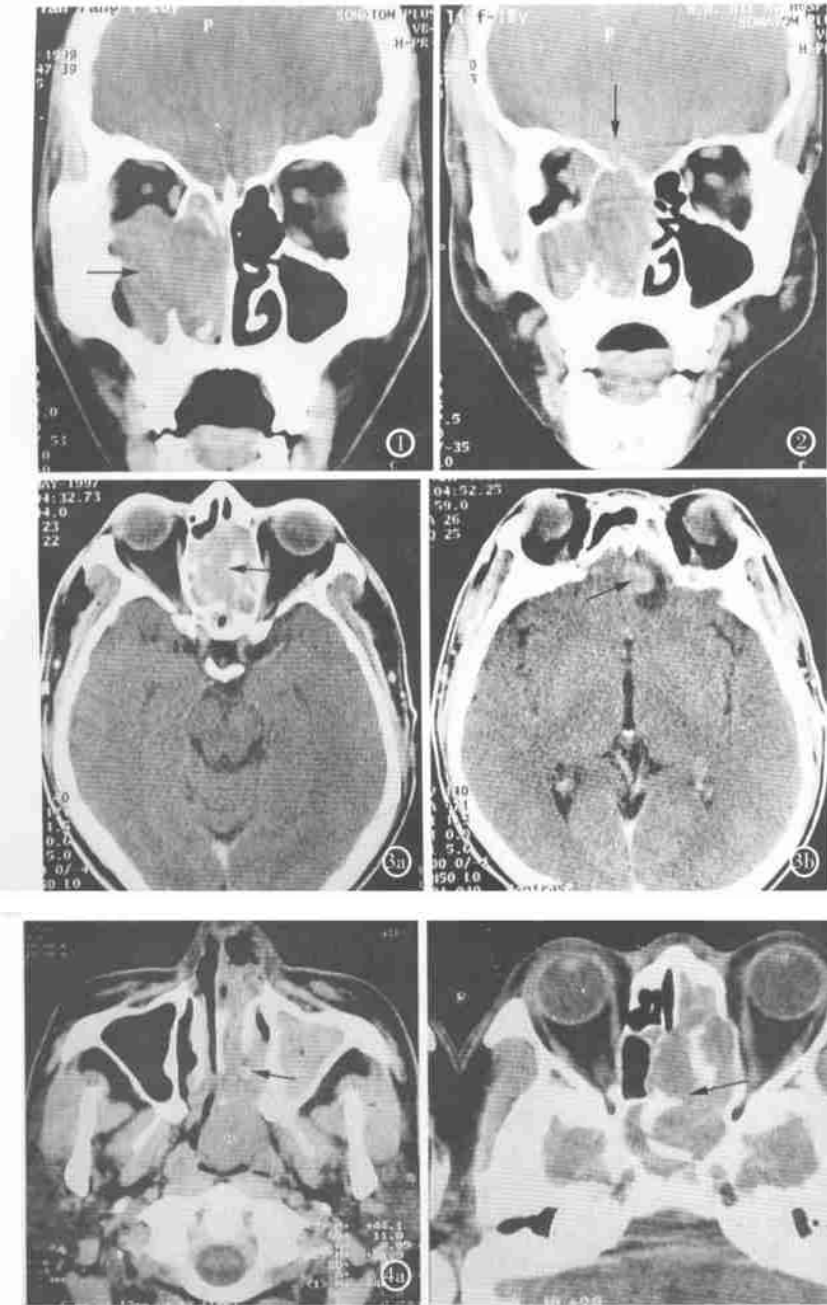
嗅神经母细胞瘤。冠状位CT扫描示：左侧筛窦，左鼻腔及左上颌窦可见软组织密度肿块影，左中下鼻甲骨质破坏，肿瘤破坏纸板侵入左眼眶。
